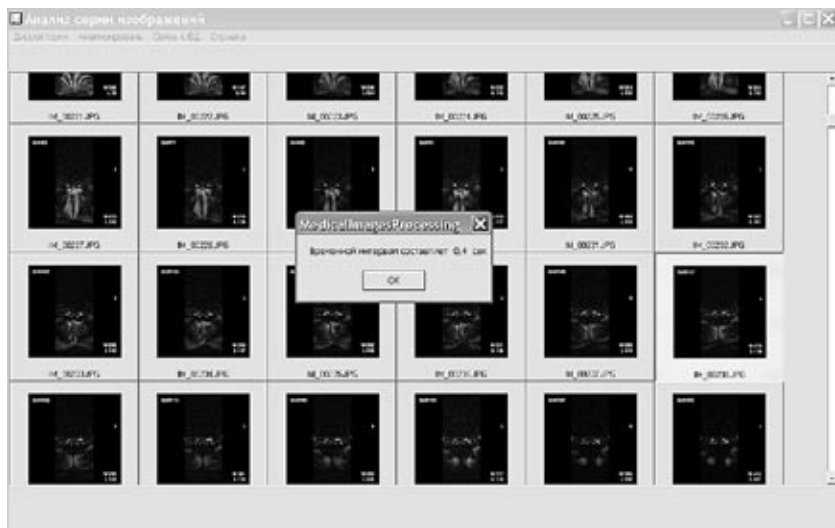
Форма «MRT series», «Временной интервал»
